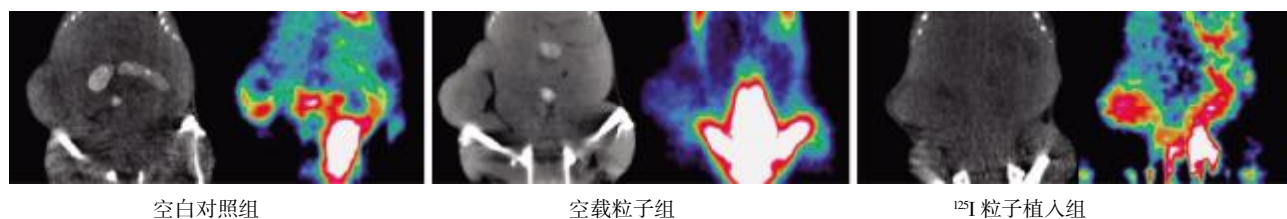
三组荷瘤裸鼠治疗前 1 周的  $^{18}\text{F}$ -FDG Micro-PET/CT 成像
